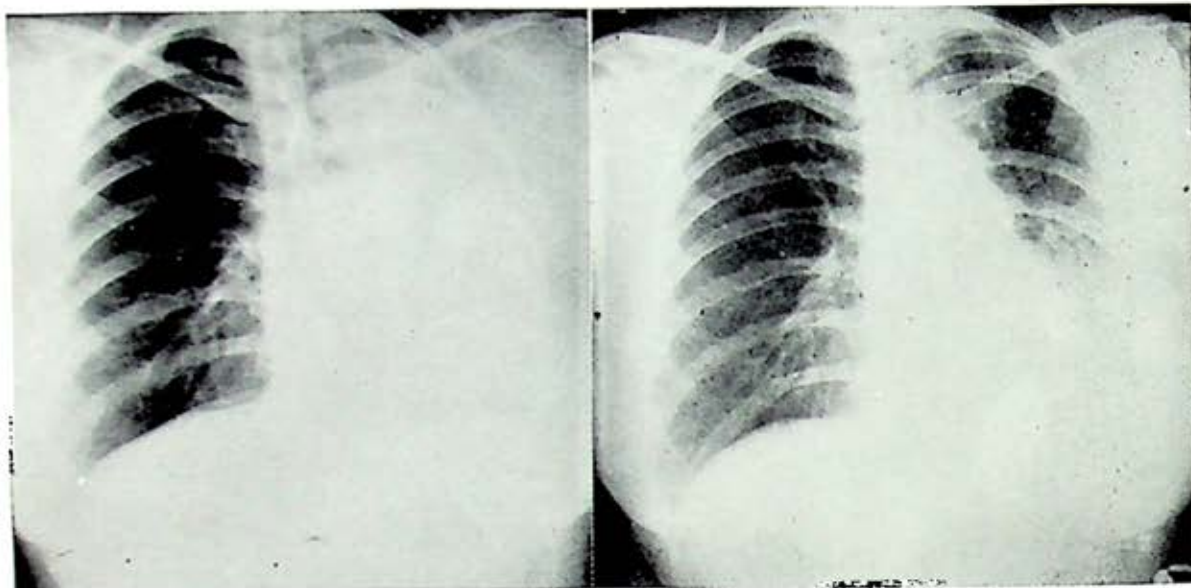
Caso Núm. 8. Radiografías postoperatorias antes y después de la extracción del material de sutura.
